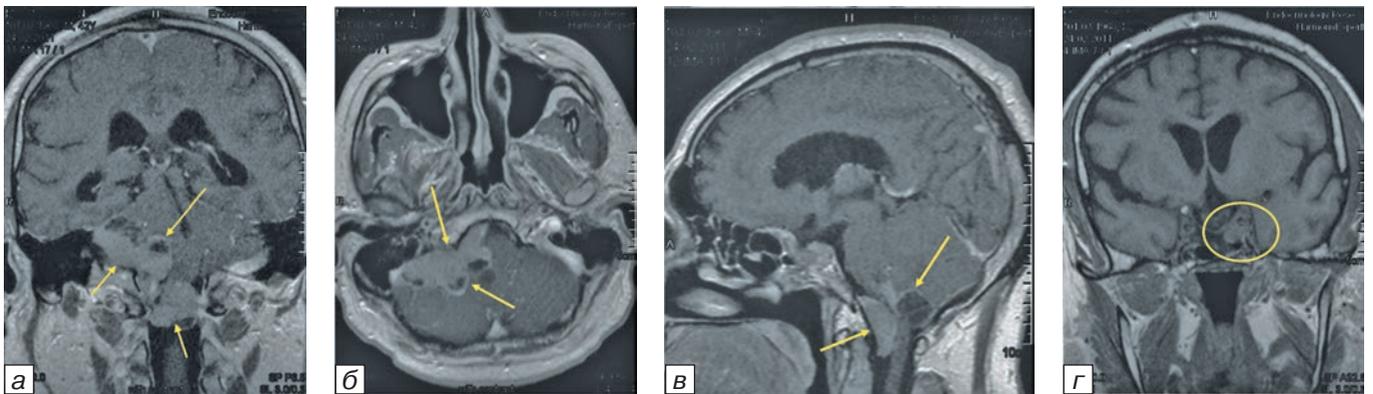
На фронтальных (а), аксиальных (б) и сагиттальных (в) МРТ снимках в области правого мосто-мозжечкового угла, краниовертебрального перехода визуализируется кистозная опухоль (указана желтыми стрелками), интенсивно накапливающая контрастное вещество; г — продолженный рост опухоли (обведена желтым) в sella-рной области.
